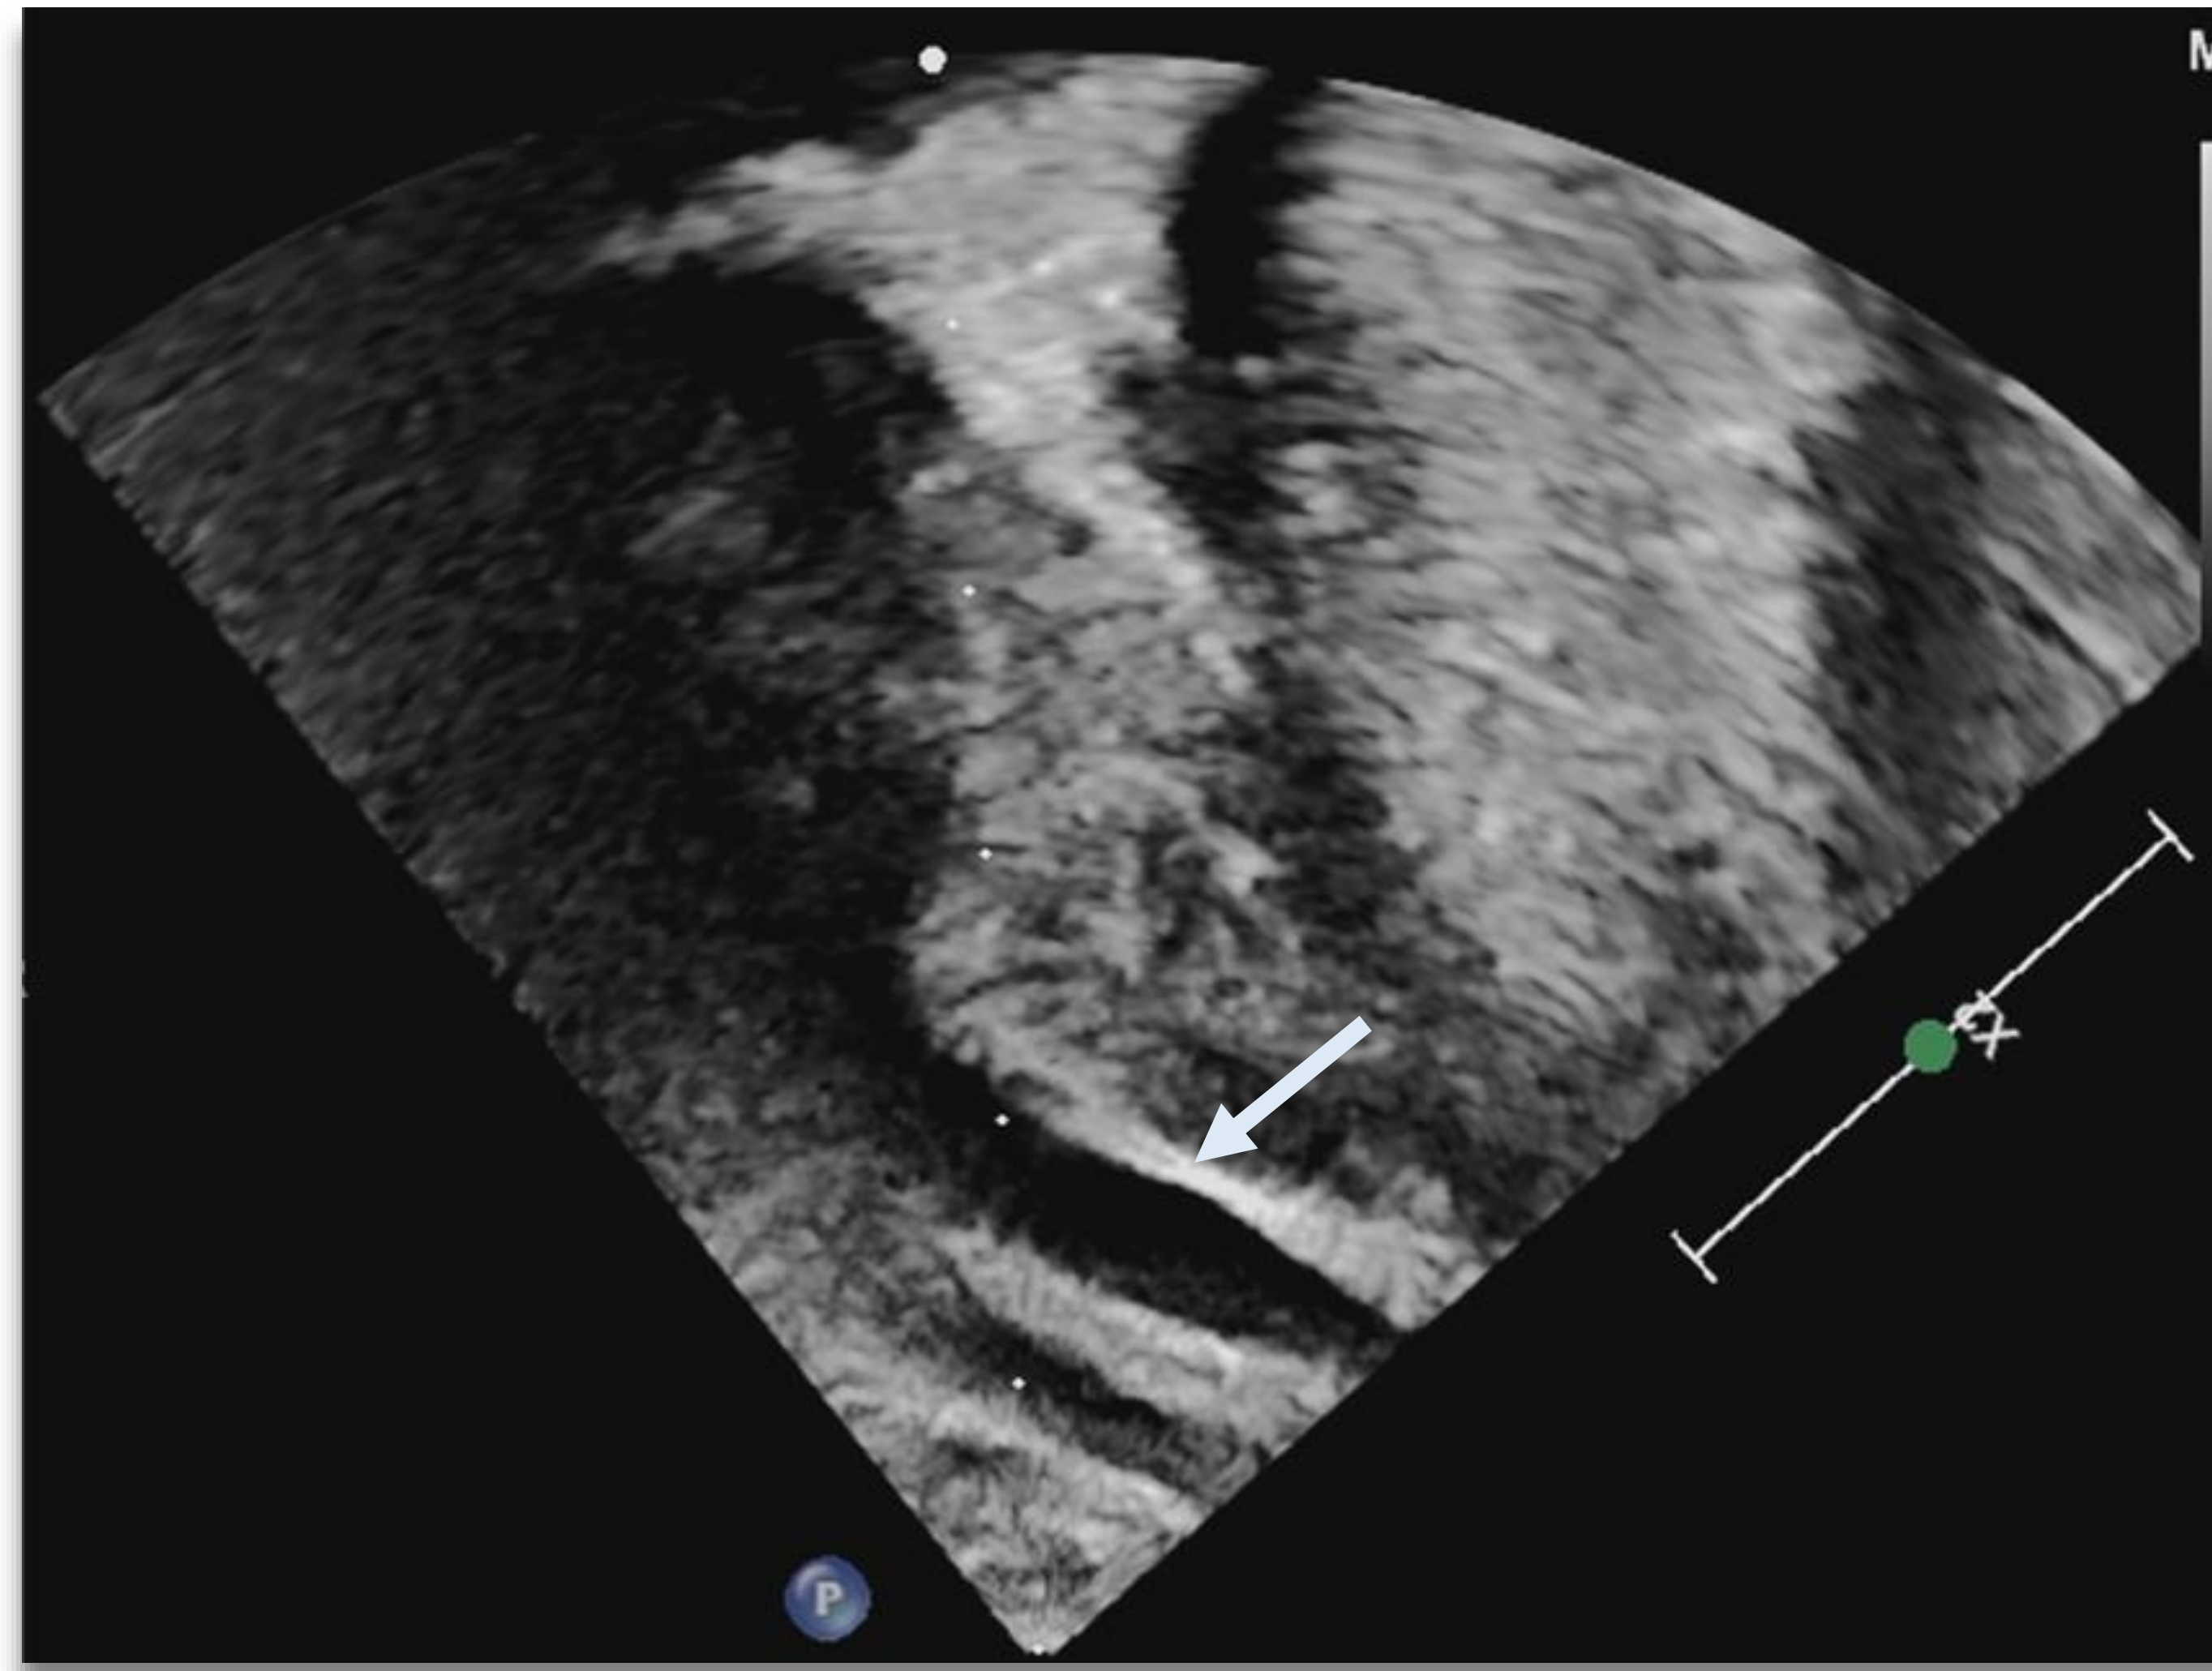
Niño de 3 años con fiebre persistente y exantema cutáneo. PCR positiva para coronavirus un mes antes. Ecocardiograma transtorácico en el que podemos ver una pequeña cantidad de líquido pericárdico (flecha), sin repercusión hemodinámica sobre cavidades cardíacas.
